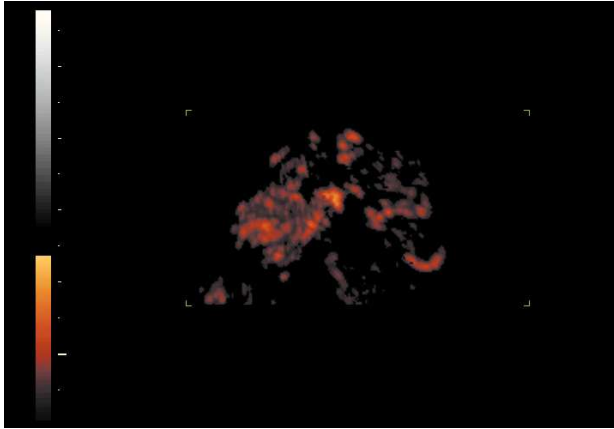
Imagen power-Doppler que muestra la neovascularización en un carcinoma de cérvix. Nótese la asimetría, a la izquierda de la imagen se observa un aumento de vasos de distribución compleja y abigarrada.
